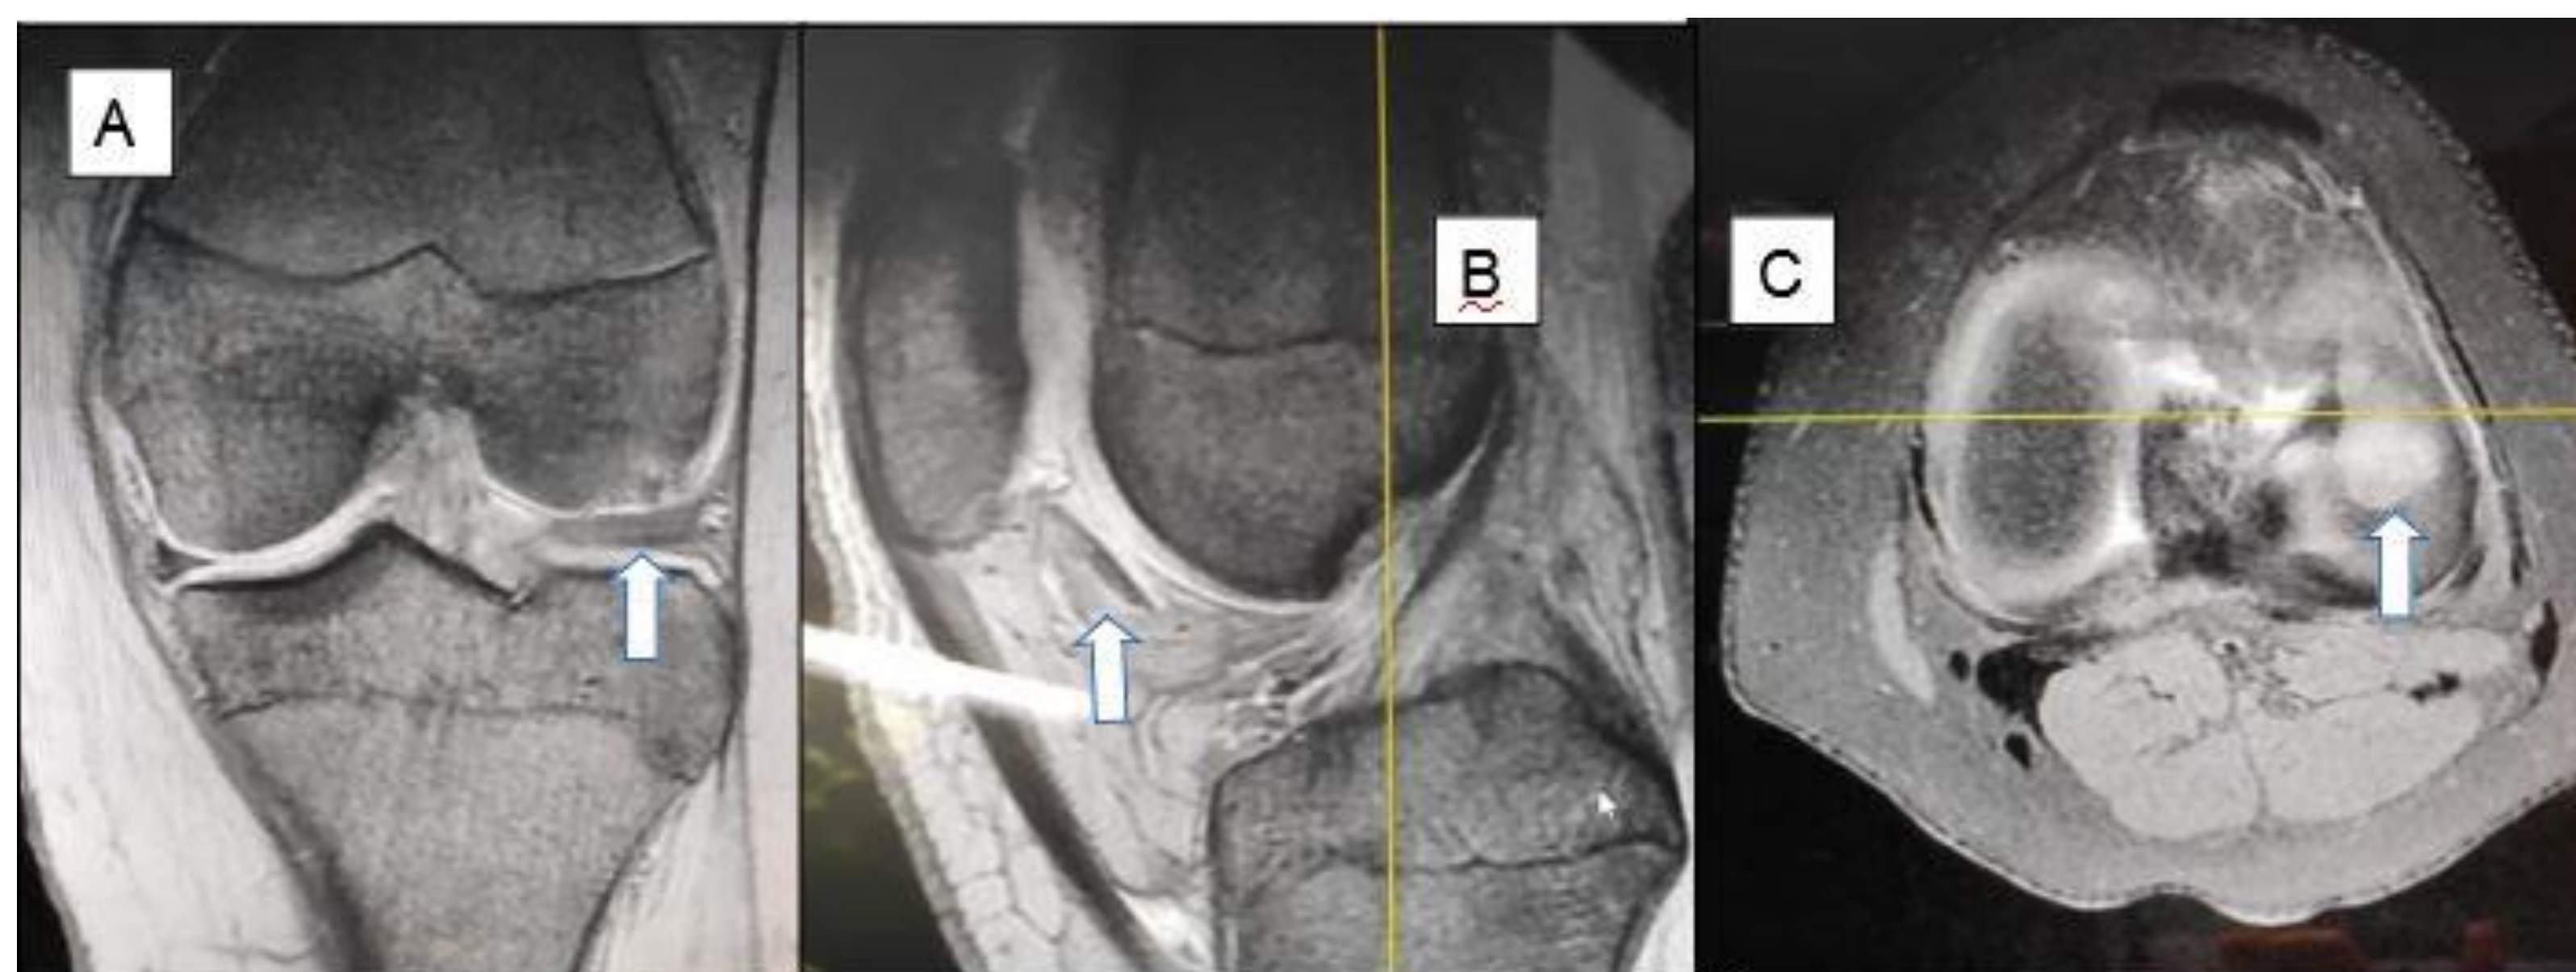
Observamos diferentes cortes de la RMN. A) Coronal B) Sagital C) Axial. En ellos podemos observar (señalado con una flecha) un defecto osteocondral en la superficie articular del cóndilo femoral externo y lo que parece un fragmento osteocondral libre.
